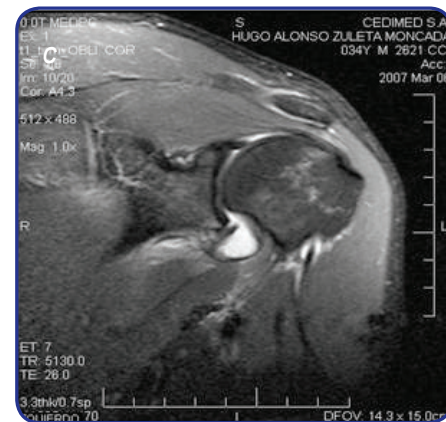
RM del segundo caso en trauma agudo. a) Proyección axial en rotación interna: se observa una lesión del labrum anteroinferior tanto de tejidos óseos como de blandos consecuente con un Bankart mixto, con desplazamiento del periostio en el sentido medial de aproximadamente 6 mm. b) Proyección axial en rotación externa: se aprecia una reducción anatómica de la lesión de Bankart en la glenoides. c) Proyección coronal: se observa el labrum descendido 3 mm en sentido inferior.
